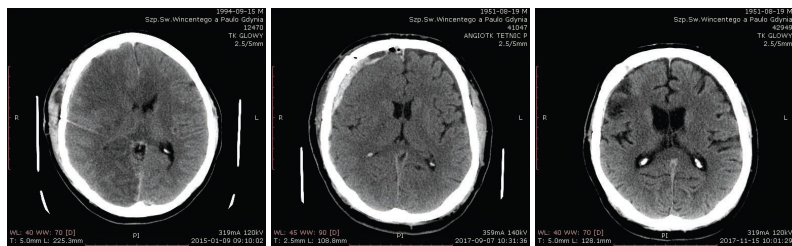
КТ-снимки головы от 02.09.2017 (а), 07.09.2017 (b) и 15.11.2017 (с)
